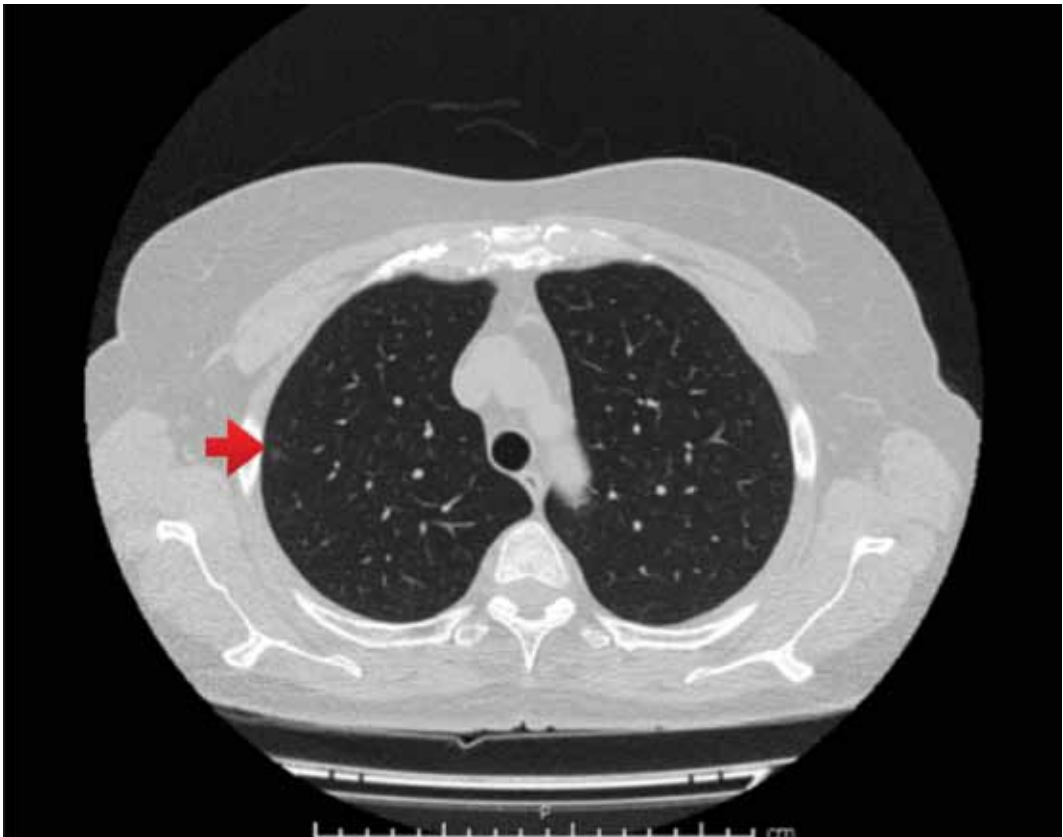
TAC de tórax. Se indica nódulo de 3 mm con atenuación en “vidrio esmerilado” en el segmento apical del lóbulo superior derecho.
